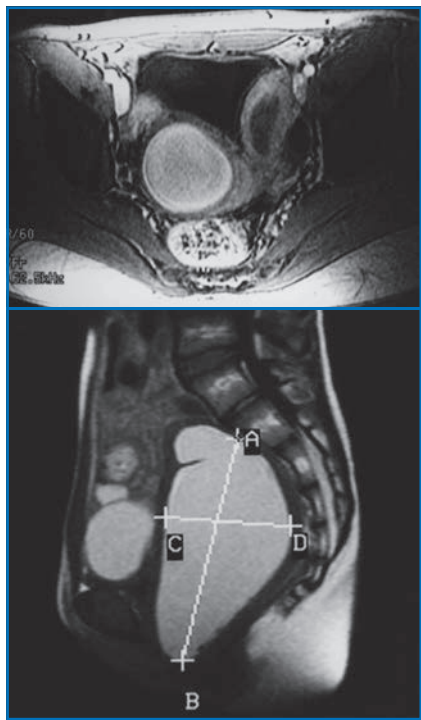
Coupe IRM sagittale et transversale montrant un utérus didelphe, deux corps utérins droit et gauche avec un hémato-colpos du côté gauche.
